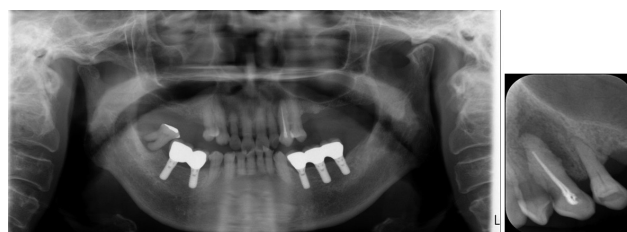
Dental panoramic radiography and 3 dental radiography
